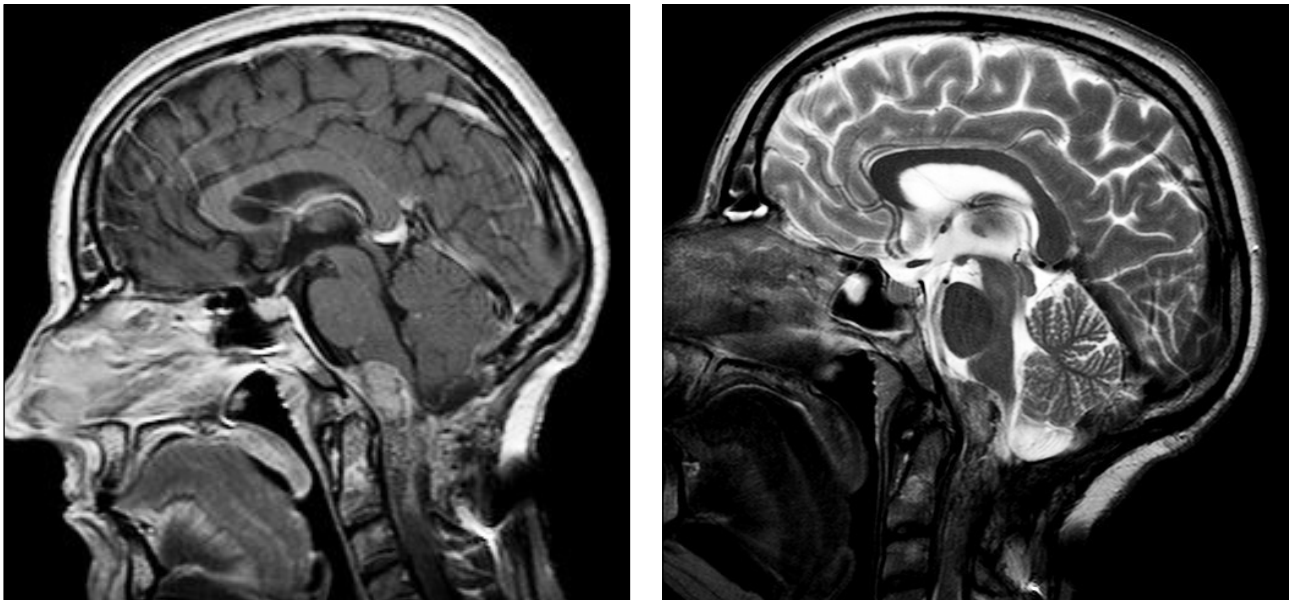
Дооперационная МРТ: объемное образование краниовертебрального перехода
